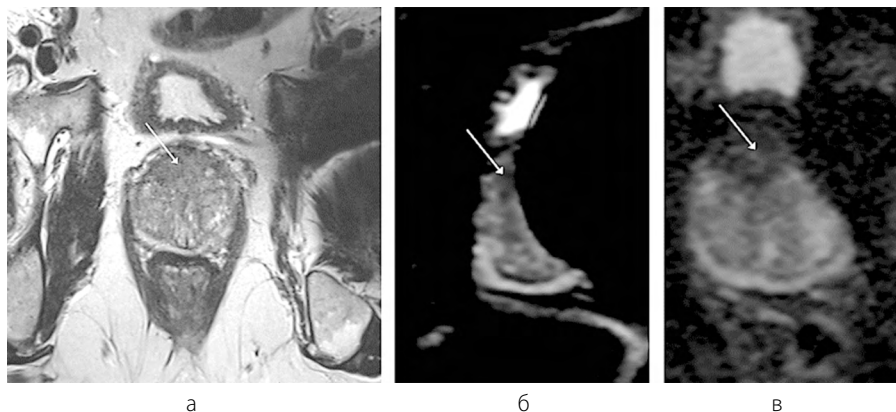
МРТ предстательной железы у пациента с эндопротезом левого тазобедренного сустава, аксиальная плоскость сканирования. Отмечается артефакт от левого тазобедренного сустава: а – T2 ВИ; б – ИКД карты (EP-DWI); в – ИКД карты (rFOV DWI). Рисунок из статьи [10]
